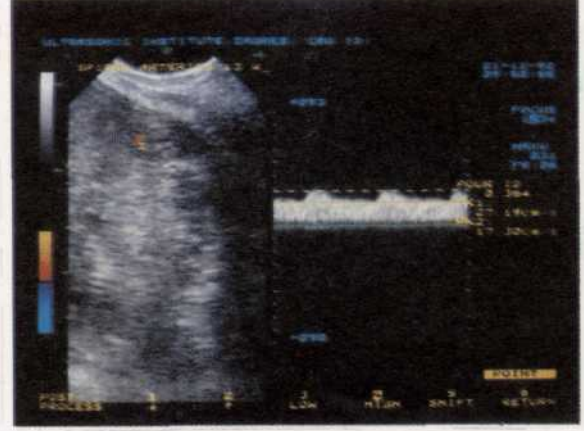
A. uterina kan akımı. Doppler dalga formunda yüksek sistolik ve düşük end-diastolik akım
